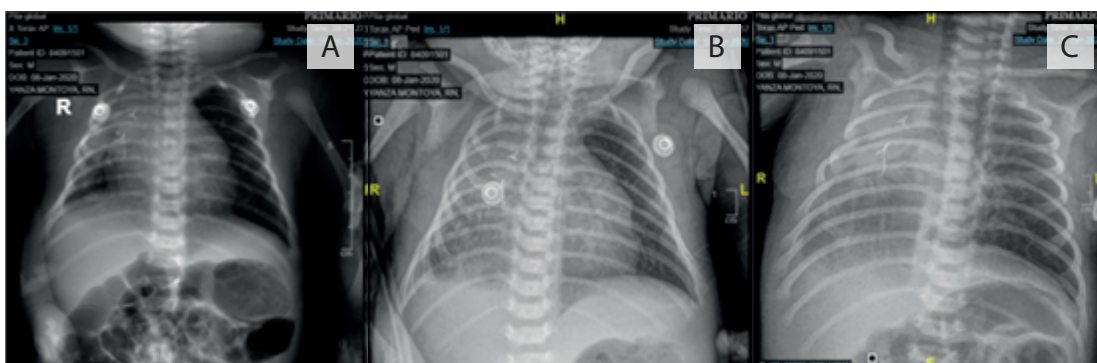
Controles por radiografía simple de tórax. Días Postquirúrgicos: A) Día 8, se evidencia volumen pulmonar derecho disminuido, opacidad pulmonar derecha de predominio apical, clips metálicos por antecedente quirúrgico en hemitórax derecho, opacidad parcial de ángulos diafragmáticos, tráquea y mediastino con retracción hacia la derecha. B) Día 9, se retira tubo torácico, se evidencia incremento a nivel de las opacidades del campo pulmonar derecho y signos de derrame pleural. C) Día 12, opacidad difusa en hemitórax derecho con clips quirúrgicos metálicos proyectados en este sitio. Mediastino central. Corazón impresiona de tamaño normal. Hiperinsuflación del pulmón izquierdo. Ángulos cardio y costofrénicos libres. Opacidad parcial de ángulos diafragmáticos. Tráquea y mediastino con retracción hacia la derecha.
